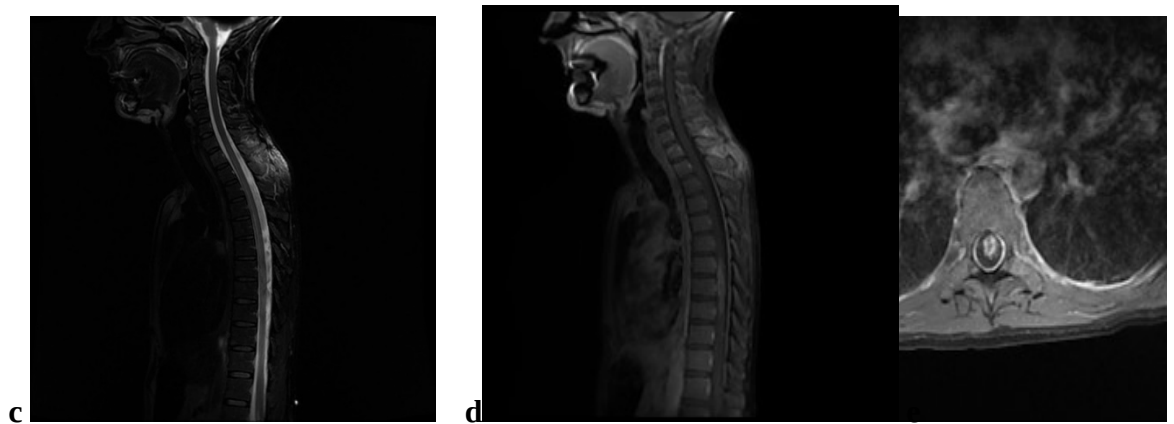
IRM d'une toxoplasmose médullaire en coupe sagittale T2 (figure c), sagittale et axiale T1 après injection de gadolinium (figure d et e) montrant la présence d'une anomalie de signal intra médullaire à la hauteur de D8 en discret hyper signal T2, rehaussée de façon annulaire après injection de Gadolinium (d) .
